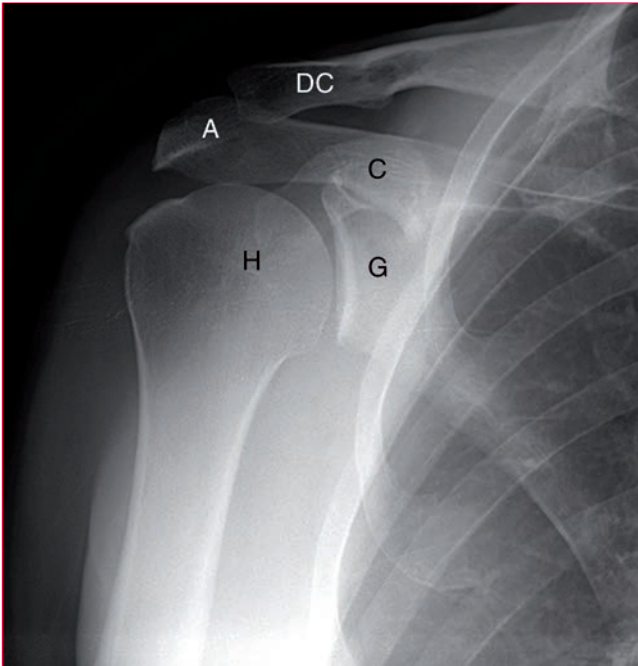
El espacio articular glenohumeral se analiza en la radiografía anteroposterior verdadera del hombro. A: acromion; C: apófisis coracoides; DC: clavícula distal; G: cavidad glenoidea; H: húmero.
